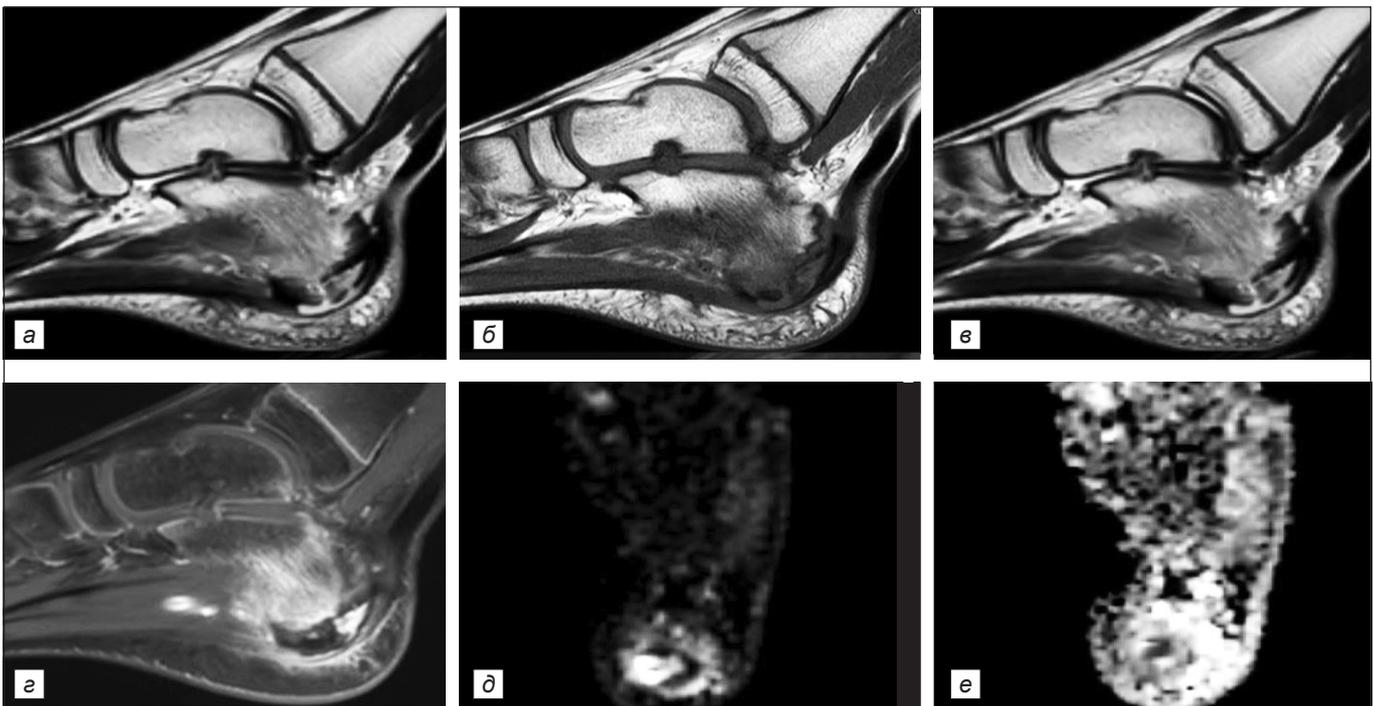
Болезнь Хаглунда–Шинца, осложнённая остеомиелитом бугра пяточной кости. МРТ стопы, сагиттальная проекция: T2ВИ DIXON In Phase (а), T1ВИ TSE (б), T2ВИ DIXON Water Only (в), контрастно-усиленное T1ВИ DIXON Water Only (г); аксиальная проекция: DWI, b = 1000 с/мм² (д), ADC-карта (е).
